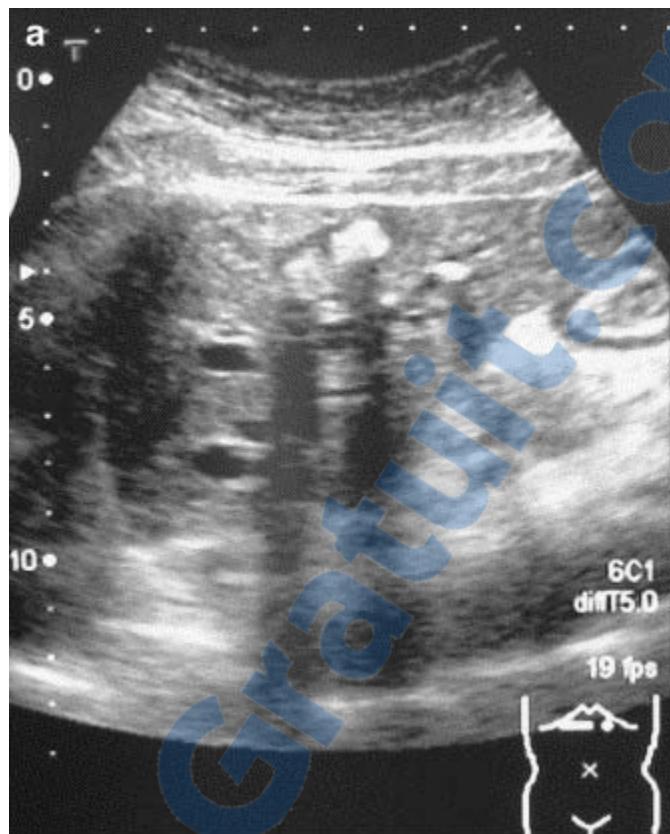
Aspects échographiques des lithiases intrahépatiques. a: Calculs de bilirubinate de calcium ; Notez la dilatation marquée de la gaine périphérique pour ces calculs.
